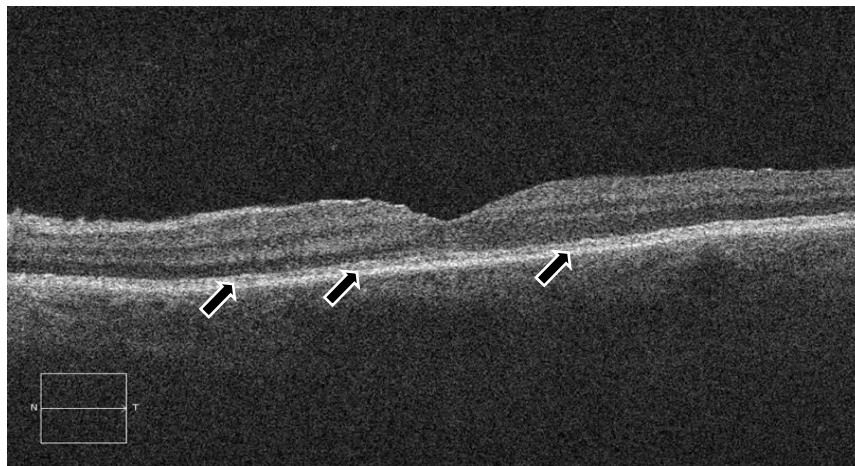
Пациент К. 35 л., И\Б Г90331\15 OS контузия глазного яблока. ОКТ-изображение центральной зоны: стрелками указаны выраженные зоны деструкции в эллипсоидной зоне фоторецепторов и зоне сочленения колбочек с пигментным эпителием.
